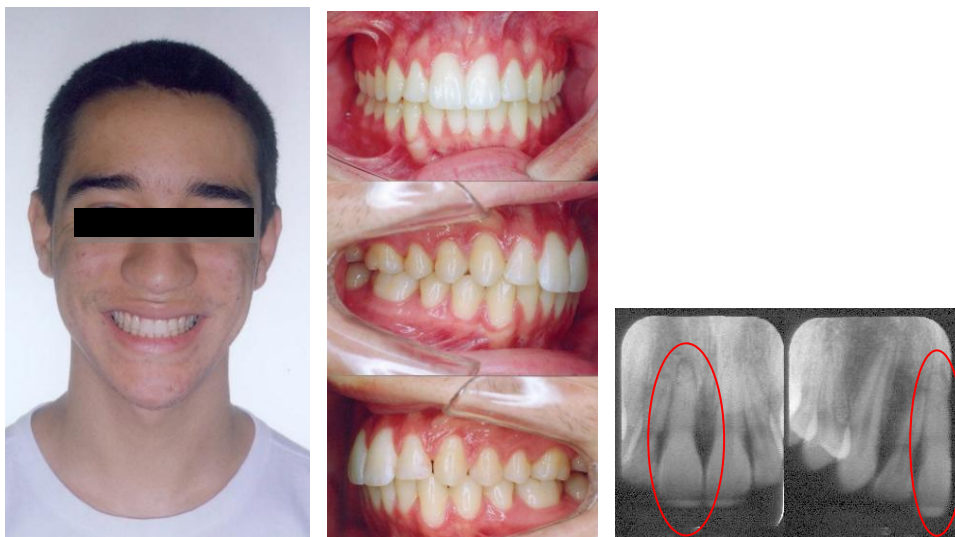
Paciente sem sinais clínicos de MCP, com imagem radiográfica sugestiva de MCP e lesão periapical no dente 11.
